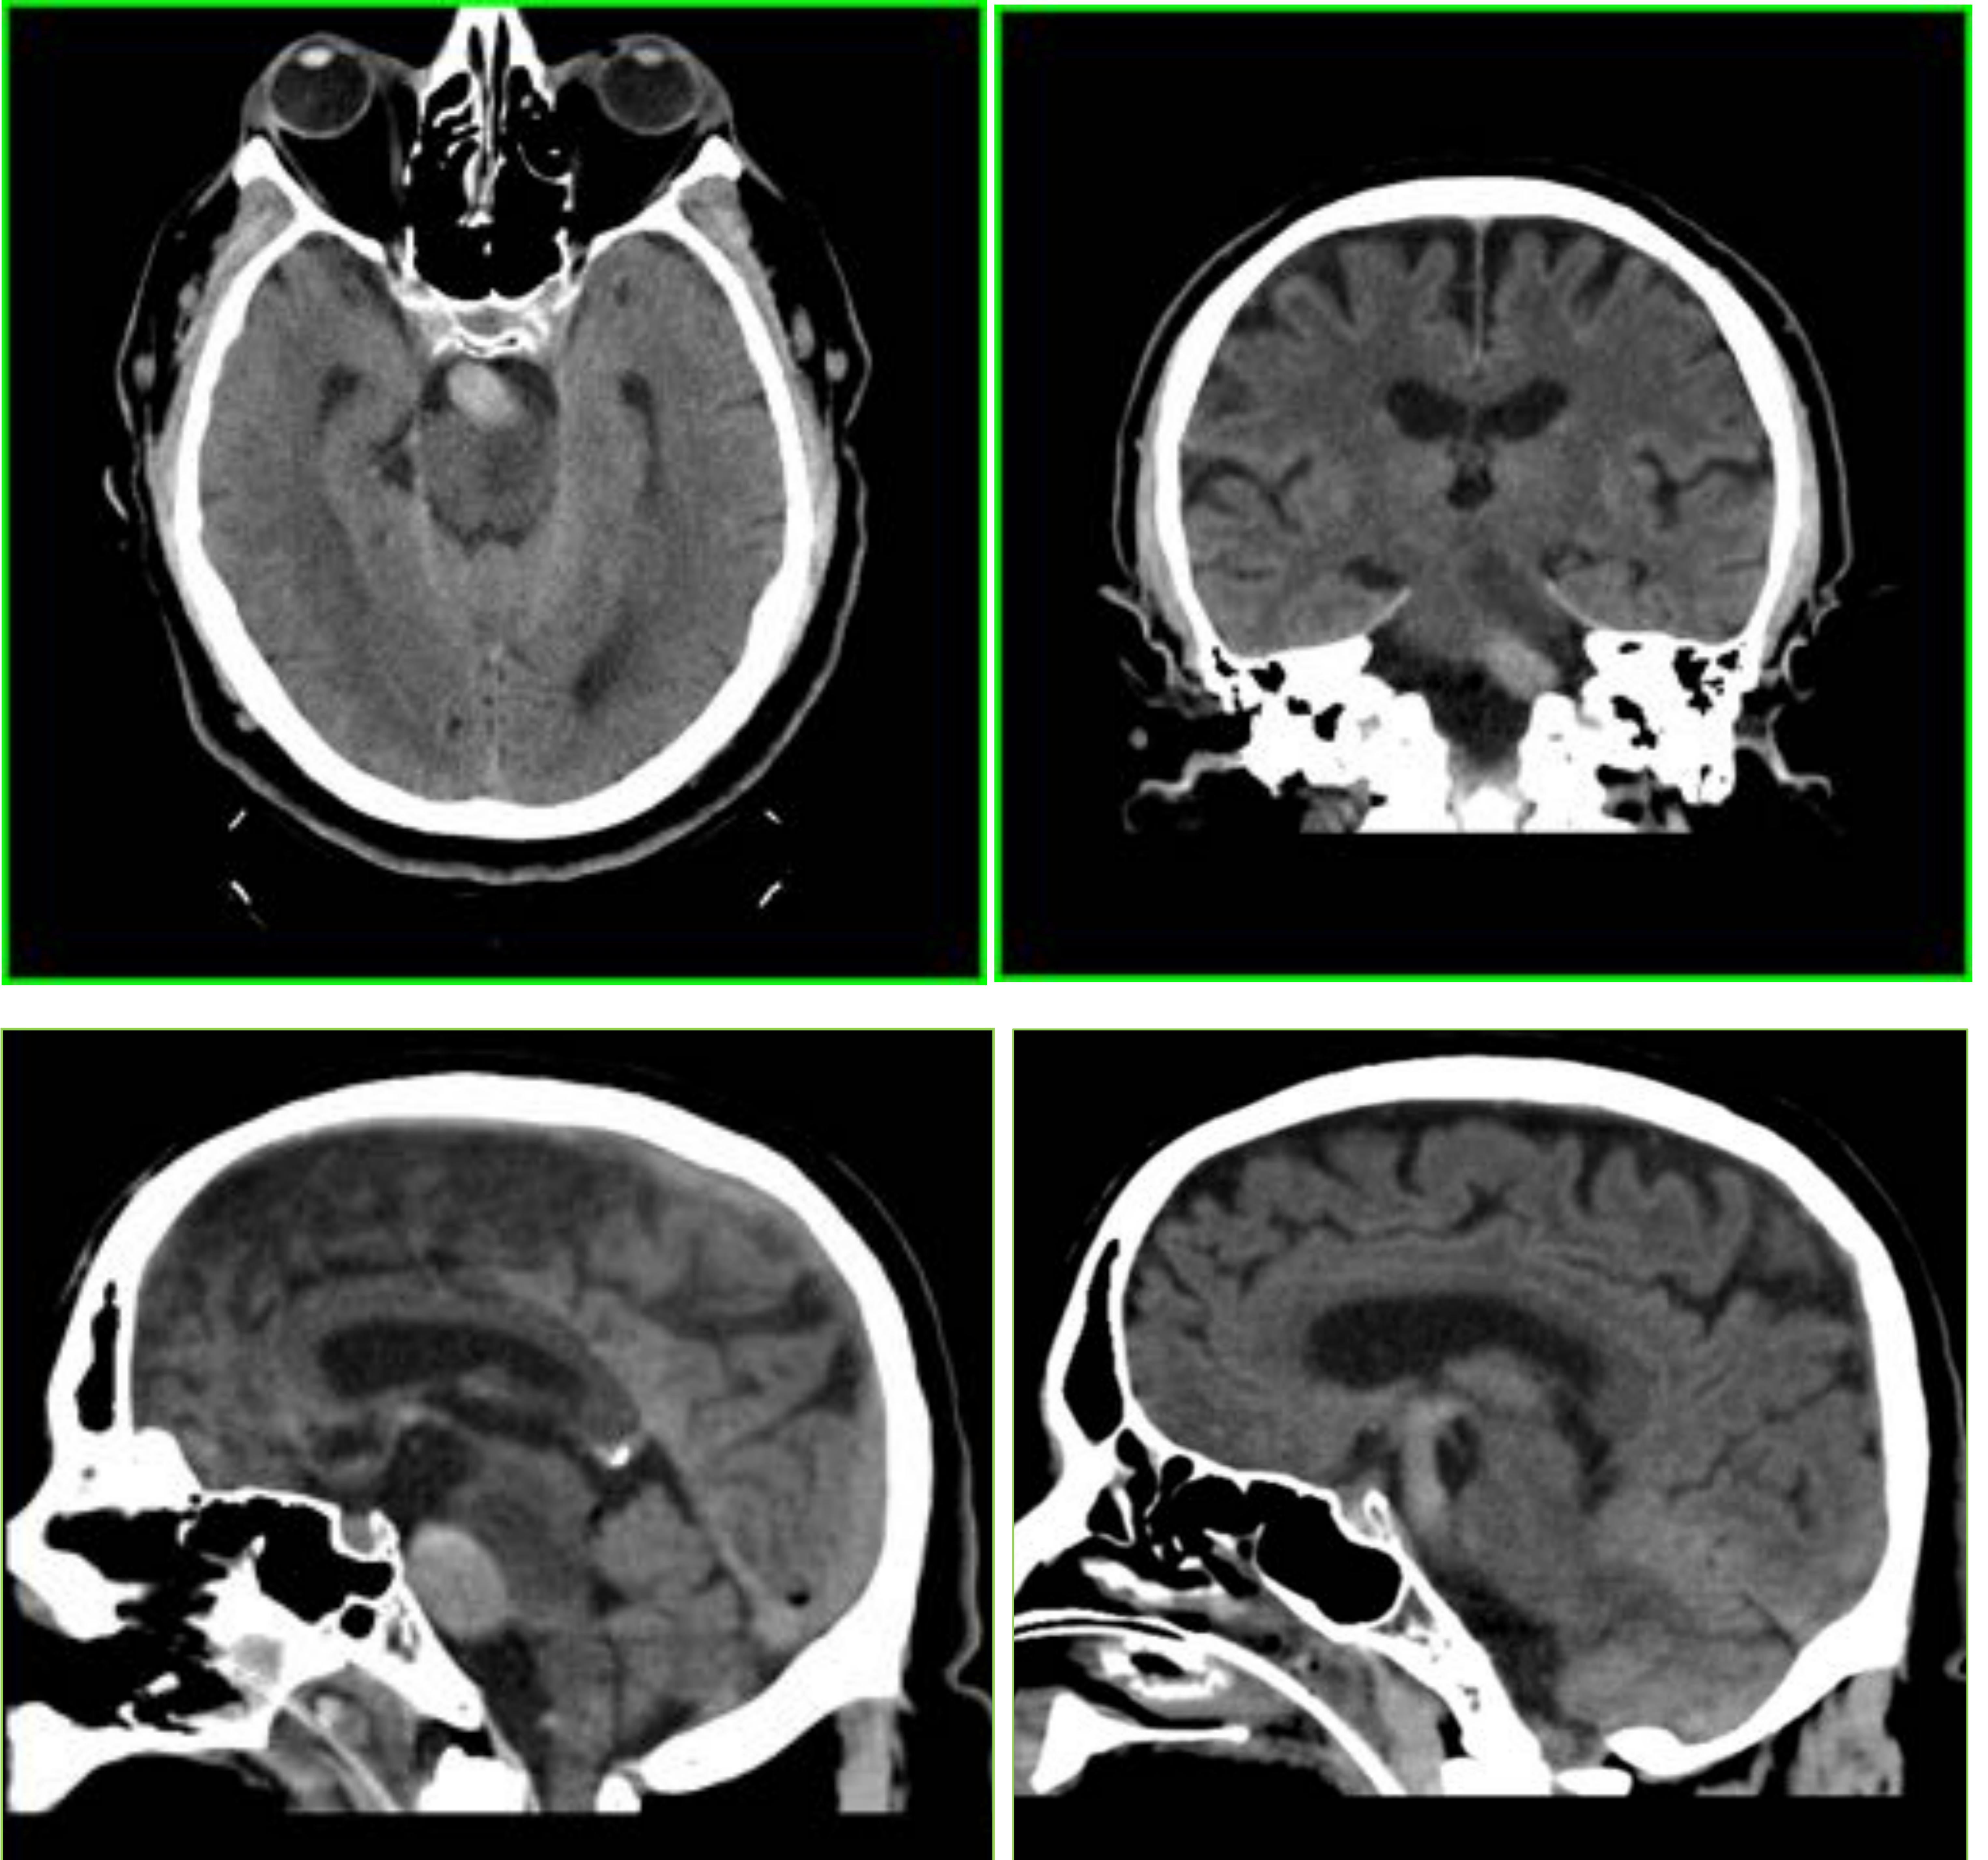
TC sin contraste realizado 24 horas después del inicial, tras realizar fibrinolisis al paciente y ante severo empeoramiento clínico. Área focal de isquemia en hemiprotuberancia izquierda.
